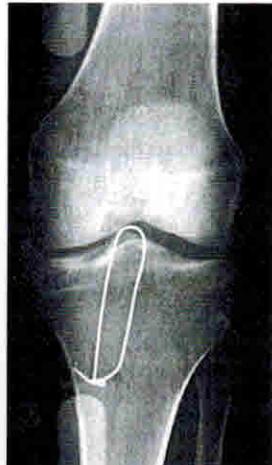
Рентгенологический результат рефиксации ПКС.
